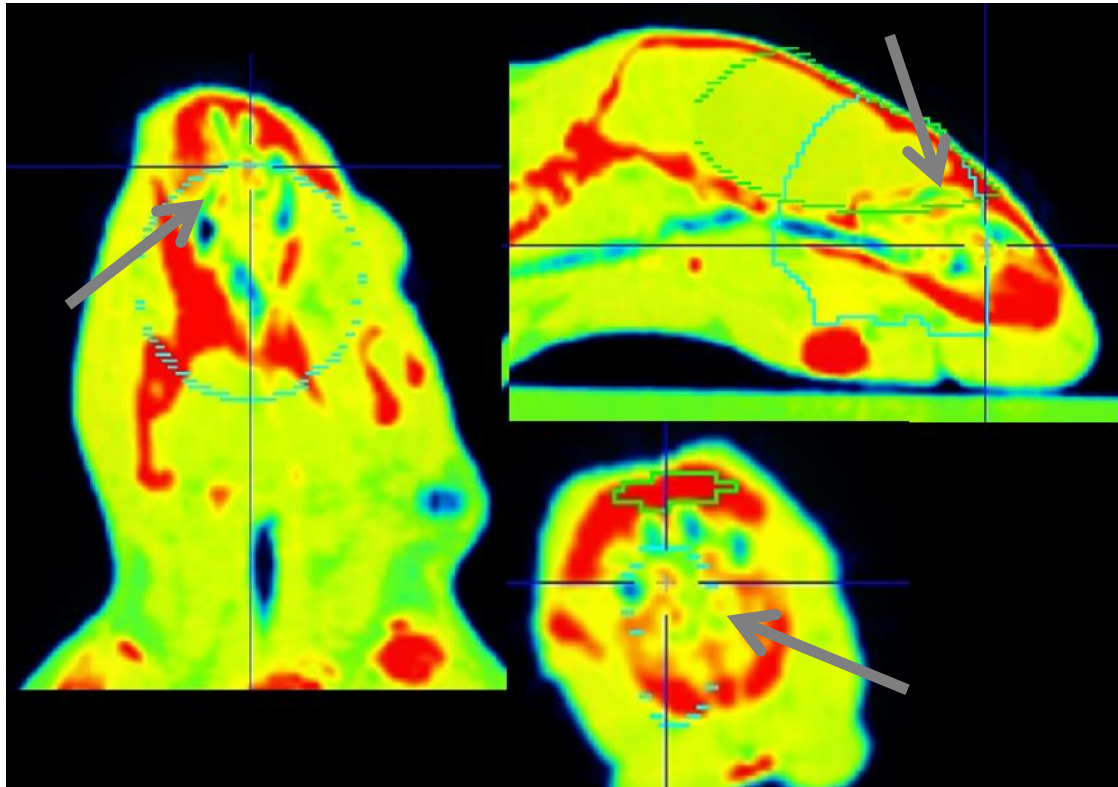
Imagen obtenida mediante técnica PET de los cortes coronal, axial y sagital de uno de los sujetos que recibió las instilaciones con EBS a día 104 del protocolo de inducción. Las zonas señaladas muestran múltiples focos hipercaptantes de 18-FDG.
